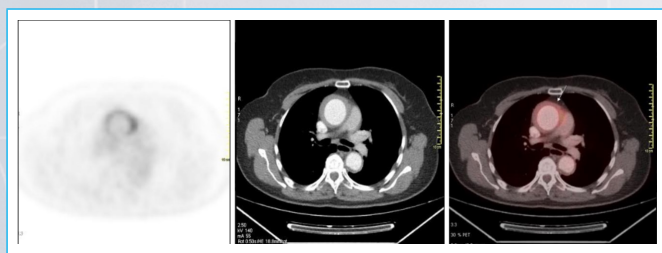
18F-FDG PET/TC. Corte transversal torácico que evidencia captación de marcador a nivel de aorta ascendente. (Flecha).
